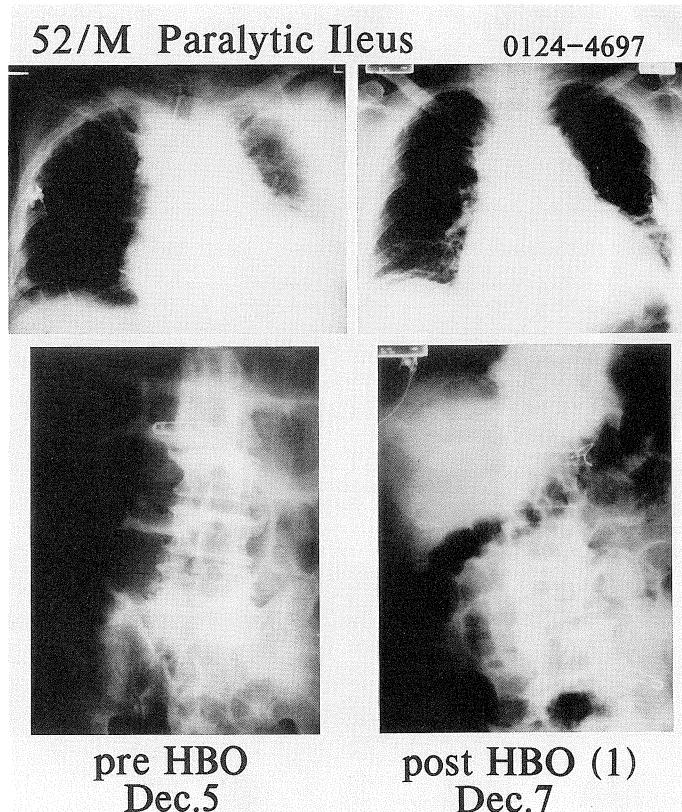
1回のHBO療法で緩解をみたイレウス症例の治療前日・翌日の胸部および腹部X線像
